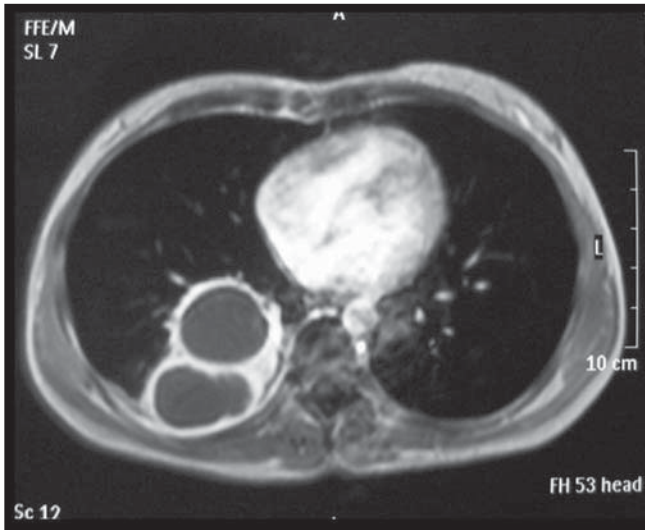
Paciente do sexo feminino, 42 anos de idade. Imagem de RM (axial T1 após infusão do contraste intravenoso) evidencia lesão pulmonar biloculada com impregnação periférica. Cisto broncogênico pulmonar infectado confirmado por achados cirúrgicos e histopatológicos.
